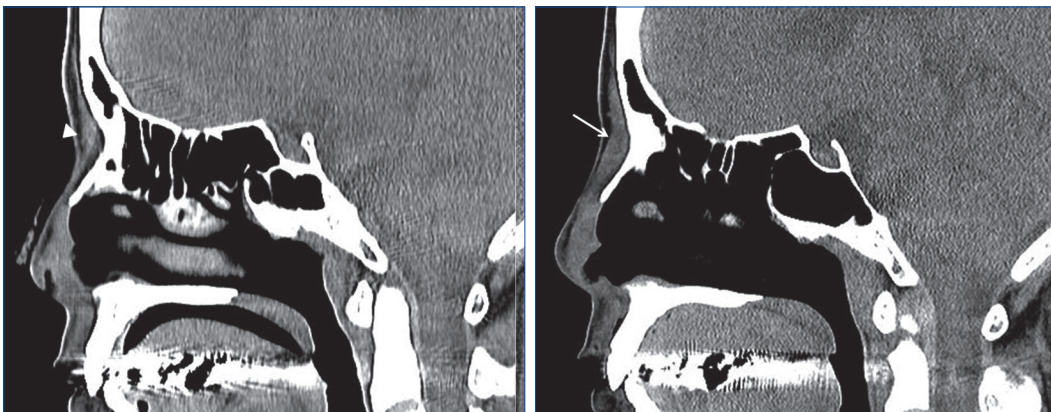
Facial CT. (Left) Preoperative CT of the nasal bone fracture. A thin mass of 0.8×0.2×3.5 cm in thickness in the subcutaneous layer (white arrowhead). (Right) 16 months after closed reduction of nasal bone fracture. 1×0.5×4.5 cm sized ill-defined mass in the subcutaneous layer (white arrow).
